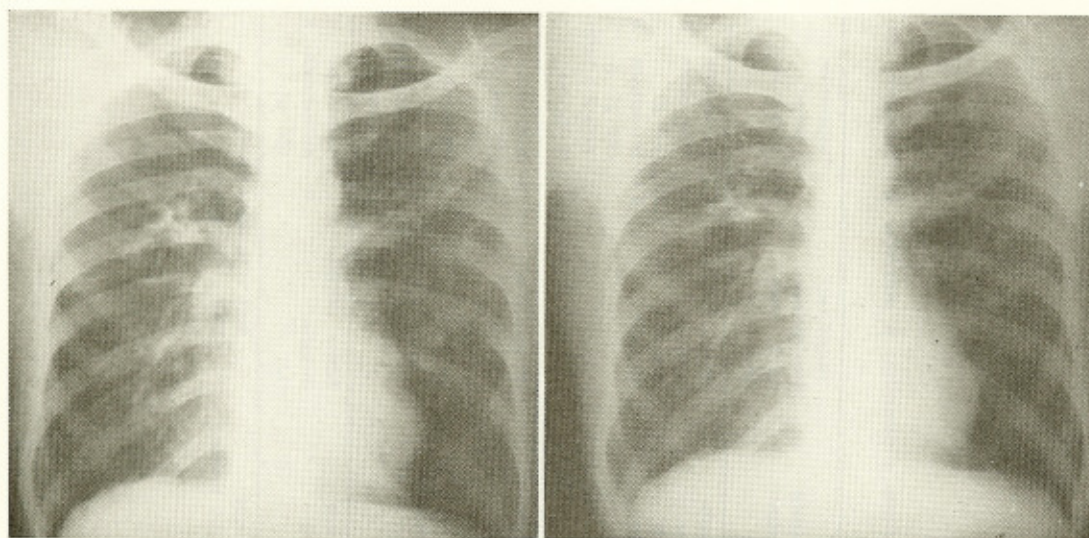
Radiografias pulmonares do primeiro caso tratado, antes (esquerda) e depois (direita) do emprego da associação da rifampicina à anfotericina B. Observar o desaparecimento do infiltrado nodular.
